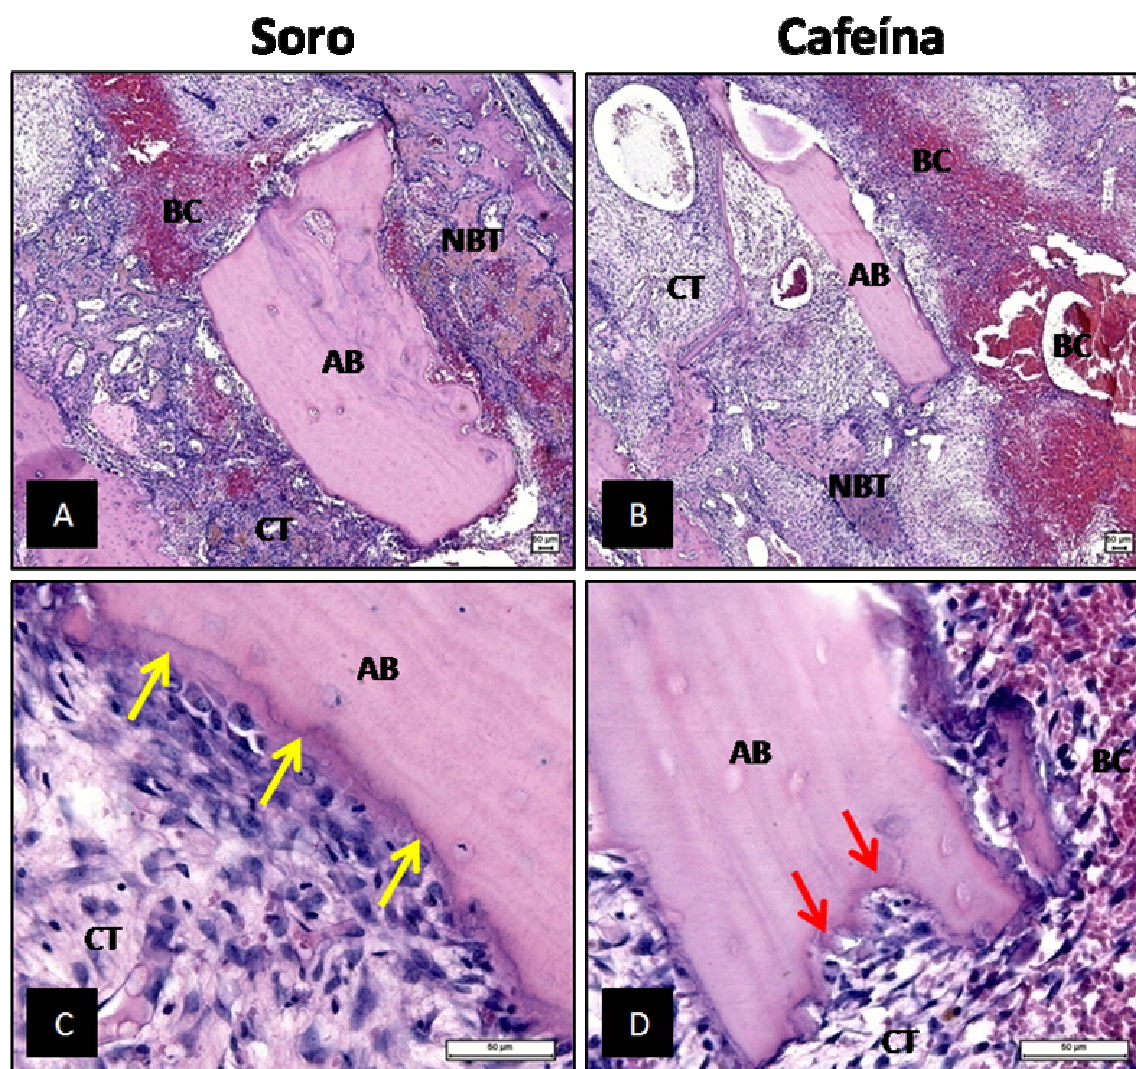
Cortes histológicos do fragmento de osso autógeno implantado no terço médio alveolar dos animais submetidos à administração de soro fisiológico e cafeína, 7 dias após a extração dental. Tecido ósseo neoformado (NBT); Tecido conjuntivo (CT); Coágulo sanguíneo (BC); Osso autógeno (AB); Linha de cimentação (Setas Amarelas); Lacunas de Howship (Setas vermelhas). Hematoxilina-eosina (aumento: A e B - 62,5x; C e D - 500x).
